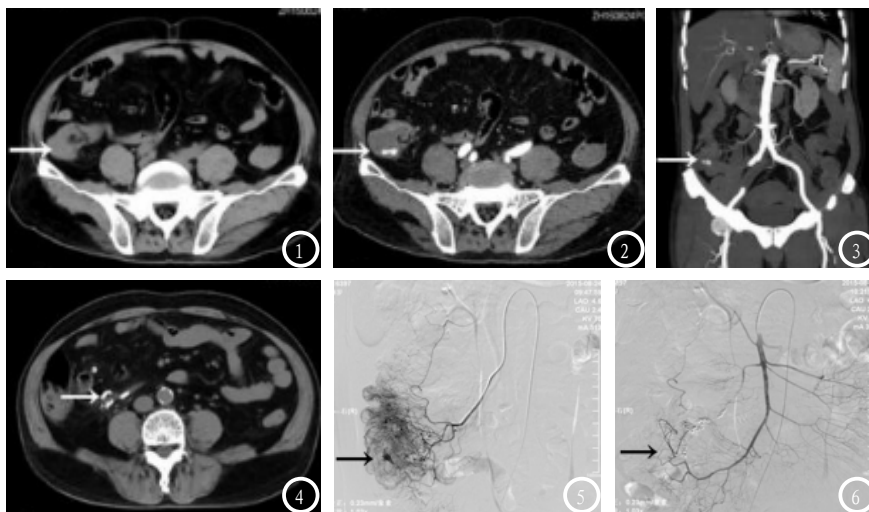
CT平扫显示右下腹积液; 图2~3显示增强扫描后右下腹局部见小斑片状造影剂外溢, 提示为出血部位; 图4为介入术后CT平扫, 白色箭头为术中栓塞使用的弹簧圈; 图5为栓塞术前DSA显示右下腹造影剂外溢处, 提示即出血部位, 图6为栓塞术后原出血部位未见明确造影剂外溢征象。
